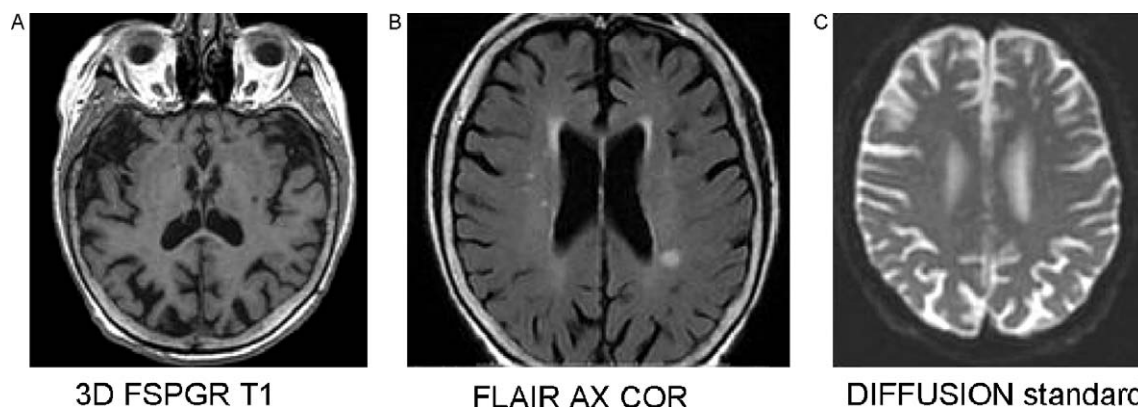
IRM encéphalique. A. Séquences T1, coupe axiale. B. Fluid attenuated inversion recovery (Flair), coupe axiale. C. Séquence diffusion standard, coupe axiale.
